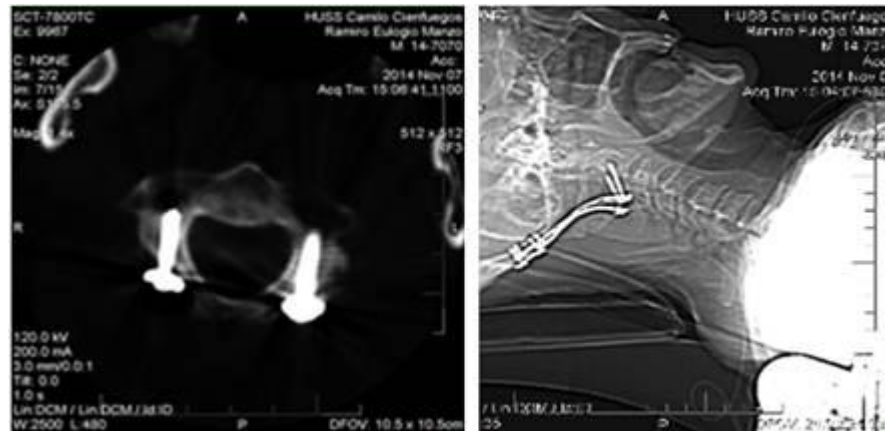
TAC cervical posoperatorio, cortes axiales y topograma cervical, donde se observa la colocación de los tornillos y lámina.
